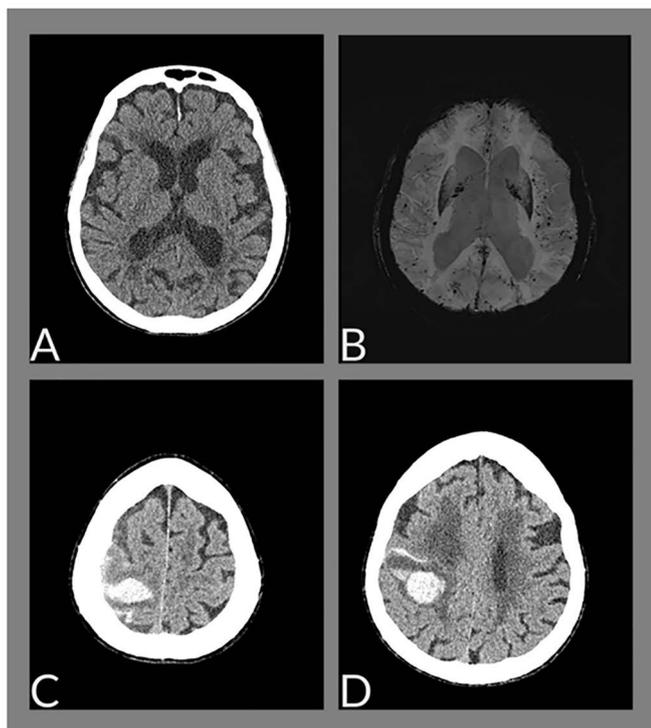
(A) Imagem axial de tomografia de crânio, na admissão da paciente no hospital, mostrando alterações senis sem evidência de hemorragia. (B) Imagem axial de ressonância, sequência SWI minIP (imagem ponderada em suscetibilidade) demonstra múltiplos focos de depósito de hemossiderina com predomínio na periferia do parênquima cerebral (padrão sugestivo de angiopatia amiloide). (C e D) Imagens axiais de tomografia, demonstram hemorragias intraparenquimatosa e subaracnoide na transição frontoparietal direita.
